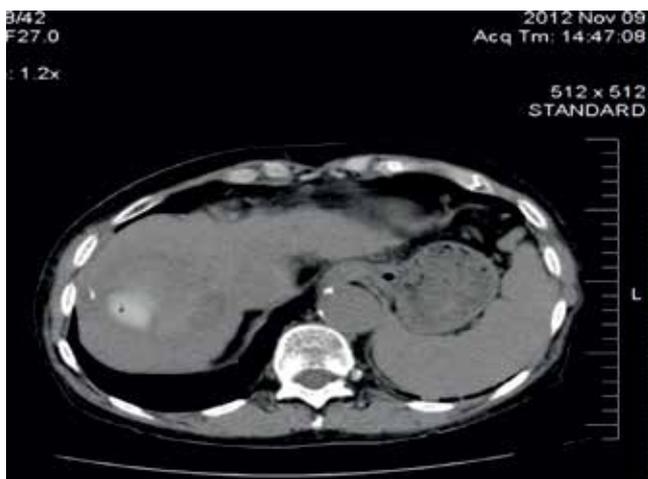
КТ ОБП пациентки Т., 74 лет
